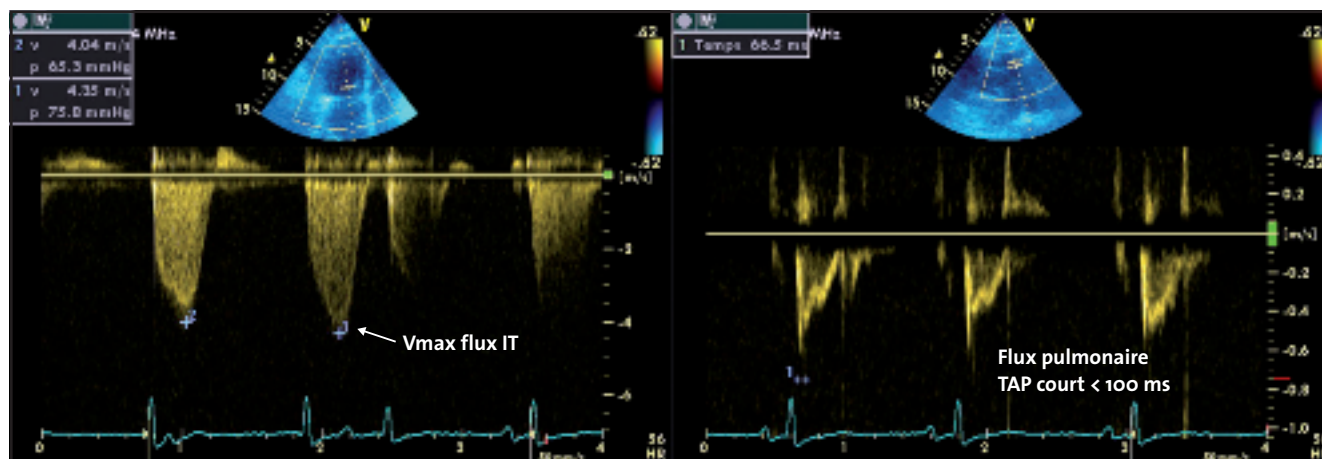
Evaluation des pressions pulmonaires par échographie.
